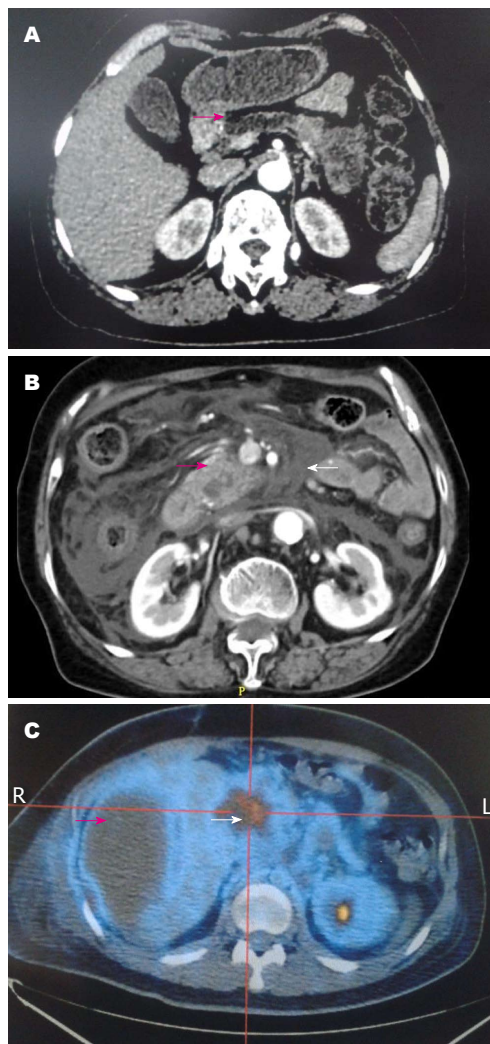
以急性胰腺炎为首发症状的胰腺癌患者3例。A: CT示以急性胰腺炎为首发症状的胰管内乳头状黏液瘤患者(红色箭头示高度扩张的胰管,白色箭头示胰体尾及胃周积液); B: CT示以重症急性胰腺炎为首发症状的胰头癌患者(红色箭头示胰头癌,白色箭头示胰周大量渗出); C: PET-CT示青年胰头癌胆肠吻合术后一年全身多发转移合并重症急性胰腺炎患者(红色箭头示术后一年肝脏巨大肿物,白色箭头示胰头肿物)。CT: 计算机断层扫描。
